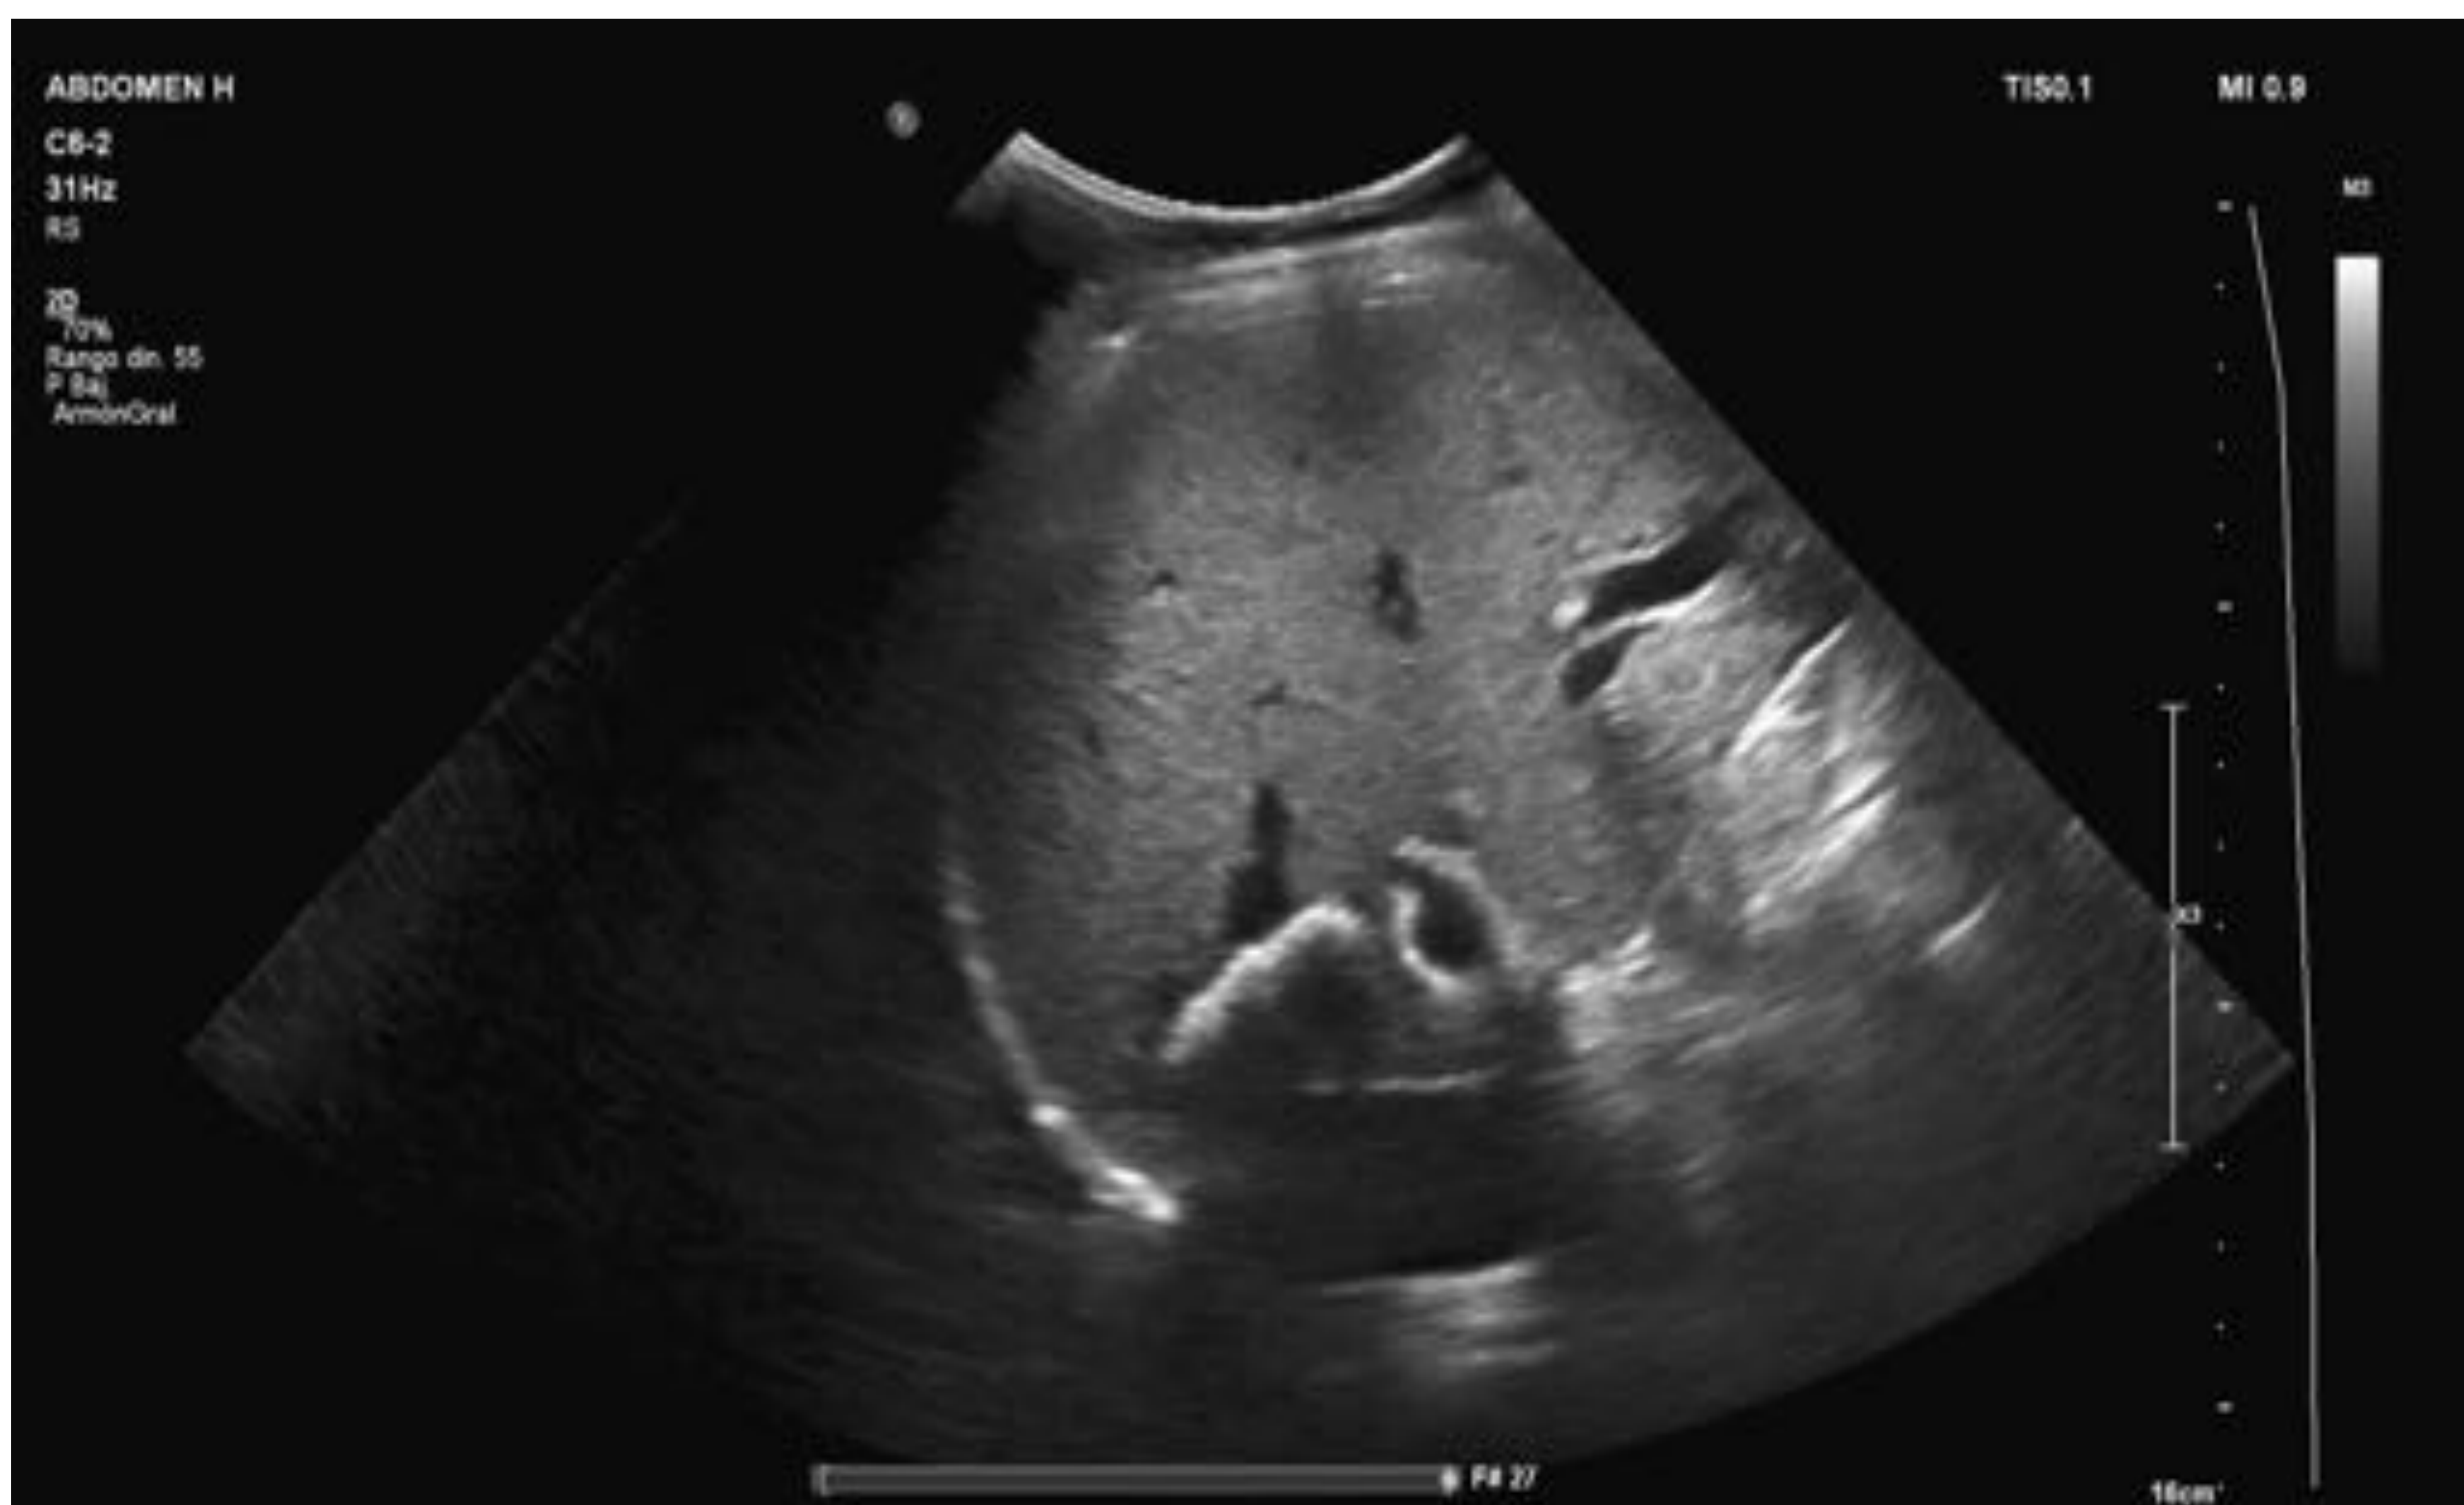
Imagen de una ecografía abdominal de una paciente en la que se observa la presencia de dilatación de la vía biliar intrahepática con litiasis en su interior.
